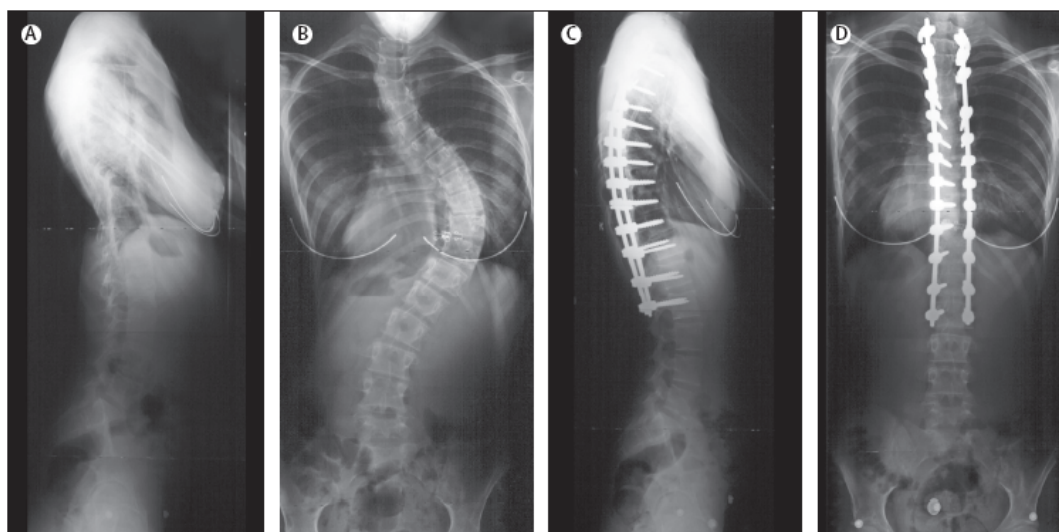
Radiografia di un adolescente con scoliosi toracica idiomatica, trattata chirurgicamente. A. Radiografia laterale preoperatoria; B. Radiografia posteriore-anteriore preoperatoria; C. Radiografia laterale postoperatoria; D. Radiografia posteriore-anteriore postoperatoria.
